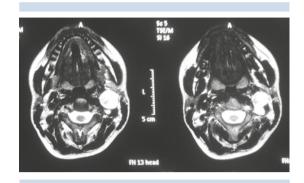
Resonancia magnética nuclear, en la que se observa una lesión yugulodigástrica izquierda con extensión a la región cervical posterior.
